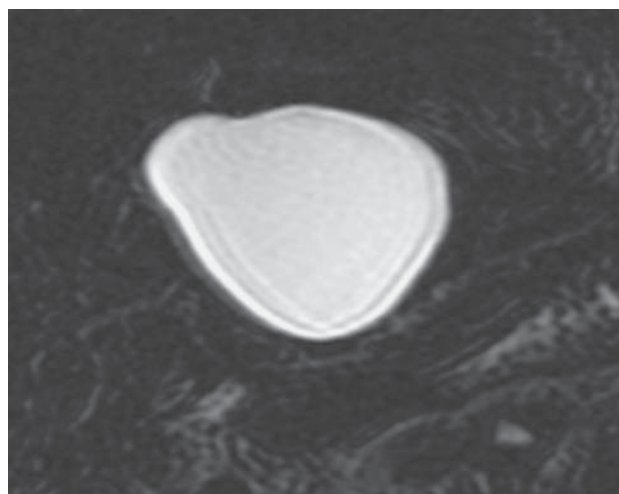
Магнитно-резонансная томограмма. Эхинококковая киста печени малых размеров. Хорошо определяется двойной контур стенки кисты.
